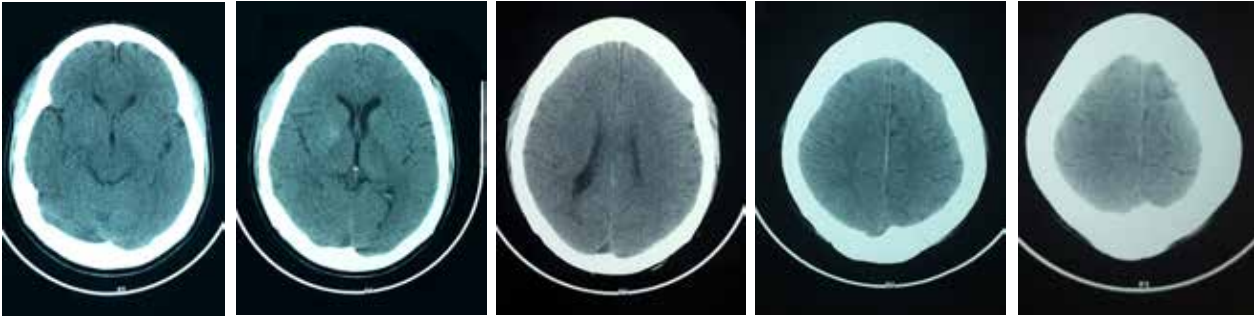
Corte axial de TAC Cerebral Simple normal, desde la base hasta el vertice.
